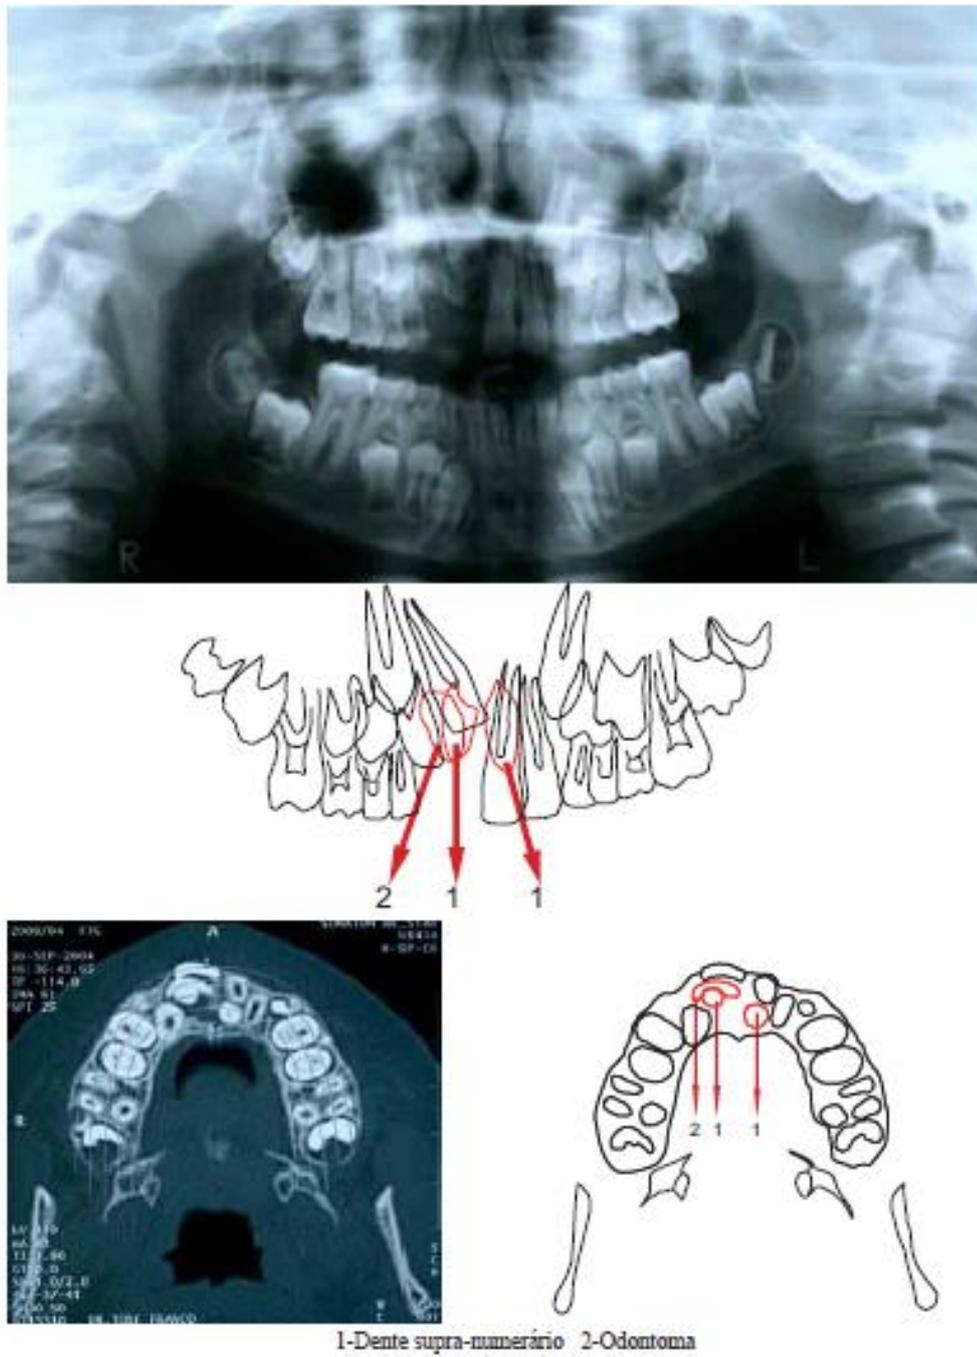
⁶⁵: RX Panorâmico e Tomografia. Presença de supranumerário e odontoma
